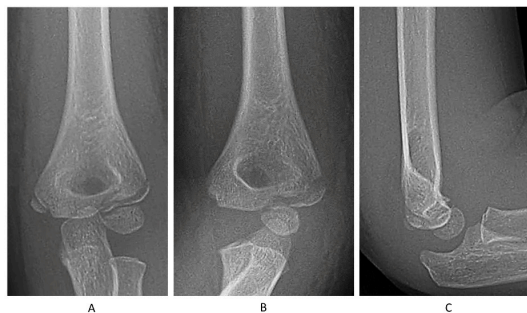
El diagnóstico de las fracturas del cóndilo lateral del húmero se realiza utilizando radiografías simples, incluyendo proyecciones antero-posterior (A), oblicua interna (B) y lateral (C). La proyección oblicua interna (B) provee una evaluación más precisa del tamaño de la brecha y el patrón de fractura. (Orthopedic Institute for Children Image Bank)
